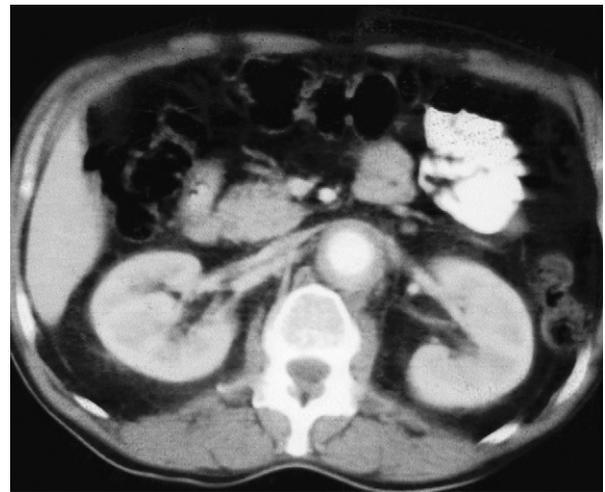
Corte de tomografía computarizada abdominal con contraste, donde se aprecia una imagen de baja densidad que rodea todo el perímetro aórtico.
